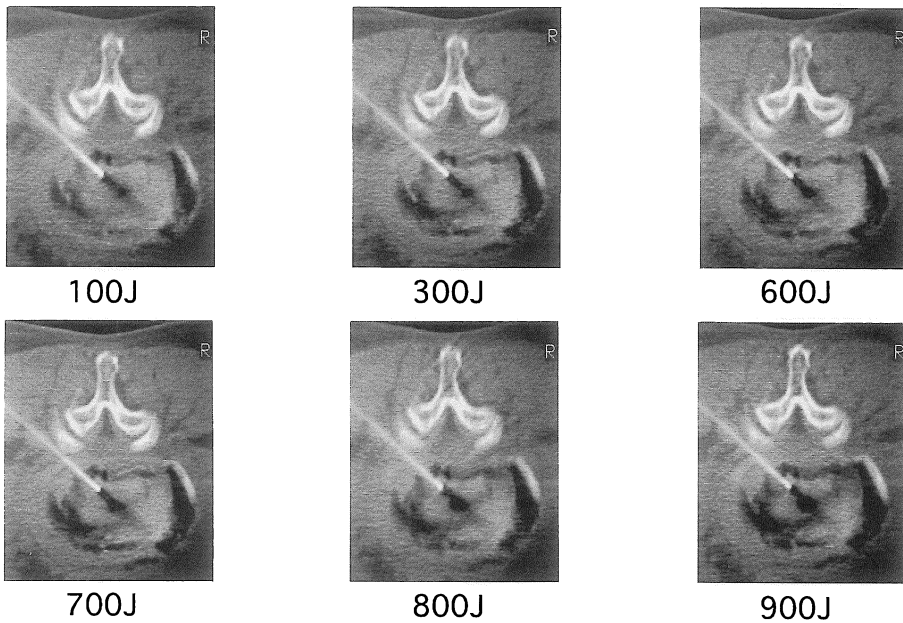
椎間板ヘルニアのレーザー照射中のCT画像を示す. 椎間板内の蒸散部位が低濃度に見られる.
